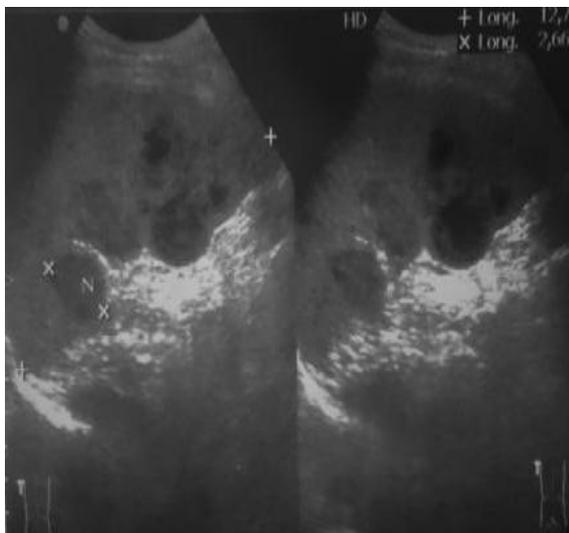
Rate multi nodulaire Échographie et le scanner
